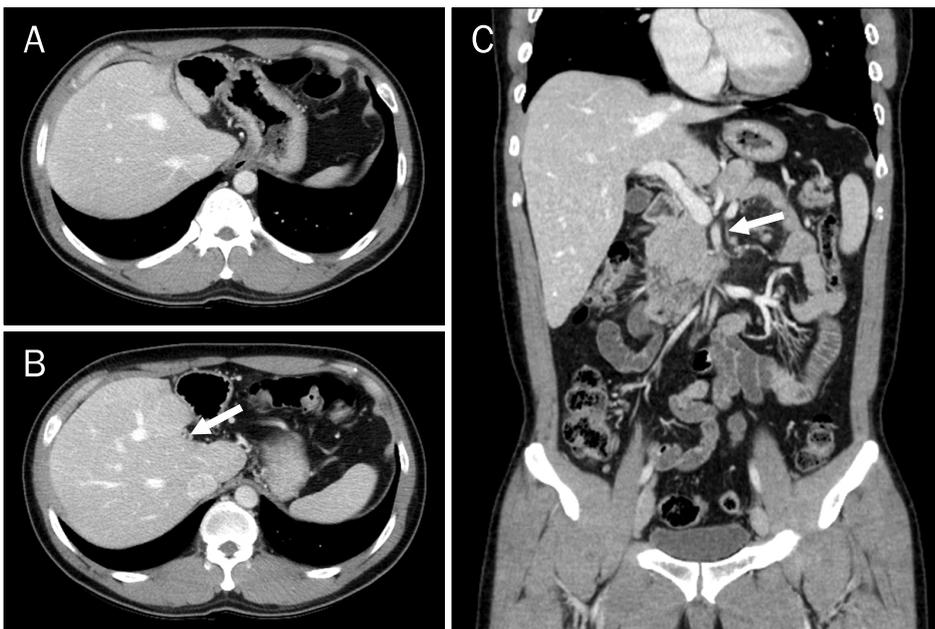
Abdominal CT scan 1 year after anticoagulation therapy. (A, B) Left hepatic parenchymal atrophy and severely narrow portal vein with residual thrombus (arrow) are seen. (C) Splenic and inferior mesenteric venous thrombosis have disappeared completely (arrow).
